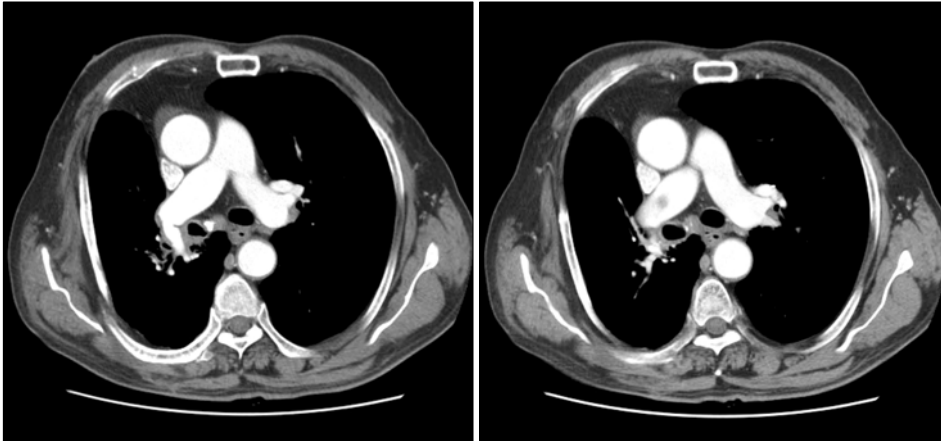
Chest computed tomogram obtained 6 months after anticoagulation therapy showing resolution of thrombi in the right main pulmonary artery.
